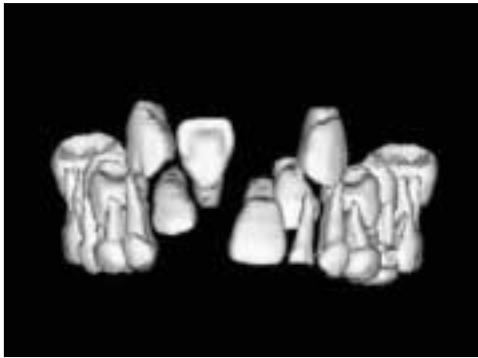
3D CT view - First visit.
